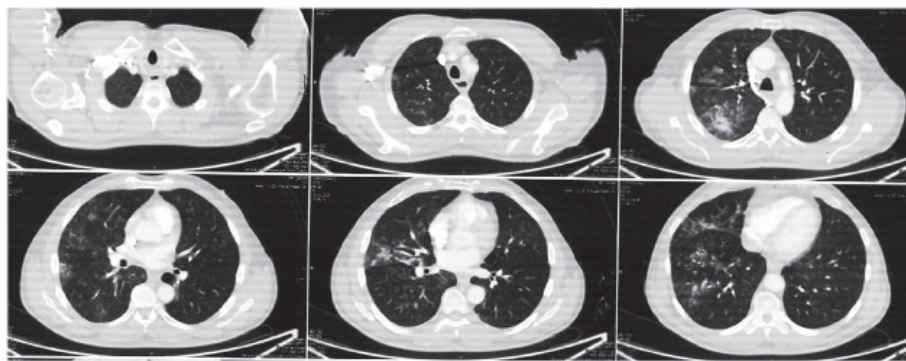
КТ легень хворого Л. через 3 місяці (10 липня 2024 р.): правобічна верхньочасткова пневмонія
